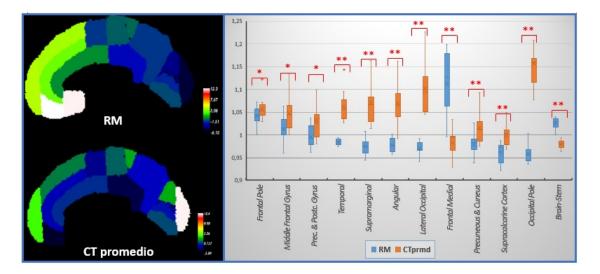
Diferencia porcentual de SUVr promedio entre los métodos empleados y el gold standard en las regiones del atlas Harvard-Oxford.
